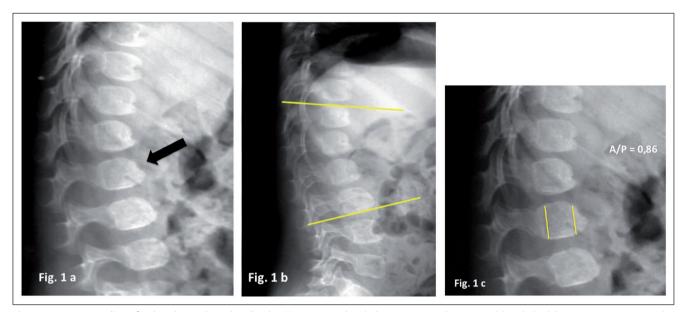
Caso 1: Radiografía de columna lateral realizada a los 9 meses de edad, muestra vertebra L2 con hipoplasia del segmento anterosuperior (a, flecha). En proyección lateral de pie (b) se midió angulación de 18º según método de Cobb. La relación de las alturas A/P de la vértebra L2 es de 0,86 (c).
